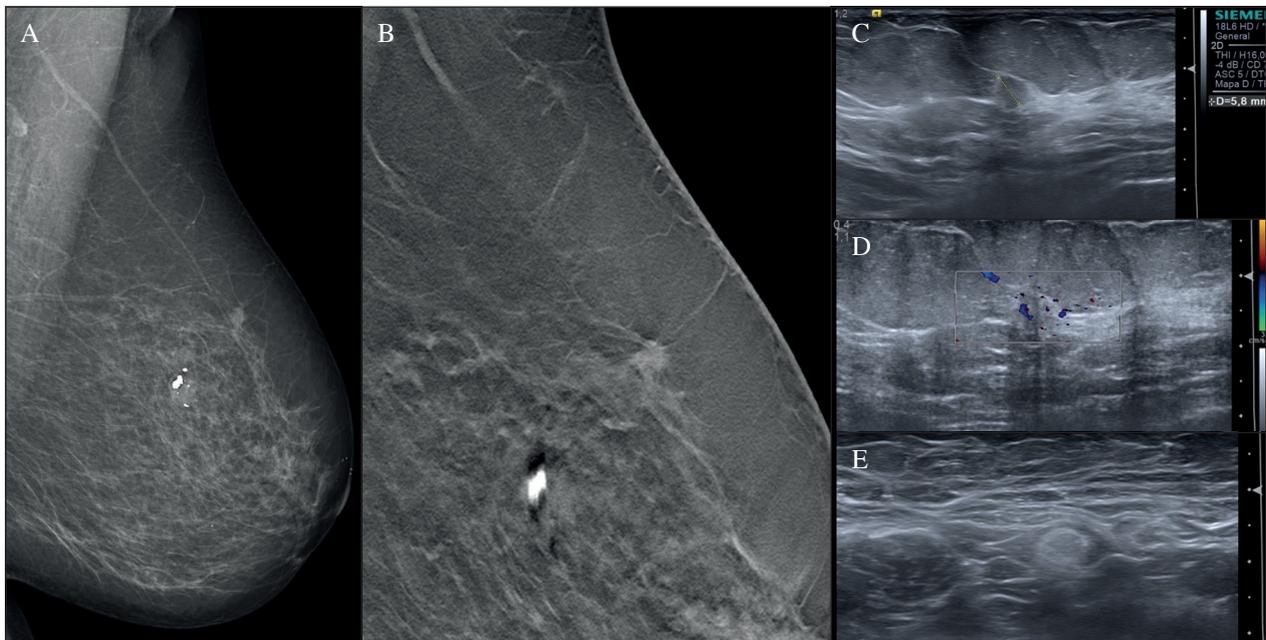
Carcinoma infiltrante no palpable detectado en mamografía de cribado. Paciente de 63 años asintomática. Utilidad de la tomosíntesis. A. En la proyección oblicua de la mama izquierda se aprecia una densidad en los cuadrantes superiores visible solo en proyección craneocaudal. Hallazgo: BIRADS 0. B. En la reevaluación se realizó una tomosíntesis en la que se objetivó un contorno irregular, no visible en la mamografía, un hallazgo compatible con un carcinoma BIRADS 4C. C y D. Ecografía complementaria. Se comprueba que la lesión es un nódulo sólido de 6 mm (C) con señal Doppler color (D) compatible con un carcinoma. E. En la ecografía axilar se aprecia un ganglio axilar normal. En la biopsia se confirmó el diagnóstico de carcinoma ductal infiltrante G2 Ki67 12 %, RE 100 %, RP 30 %.
